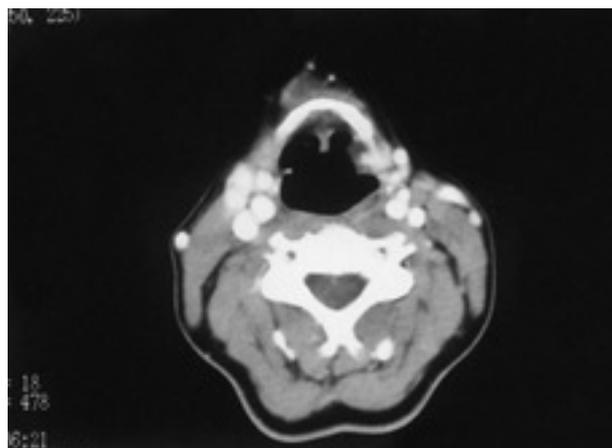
Imagen de un quiste tirogloso en una TC cervical.
